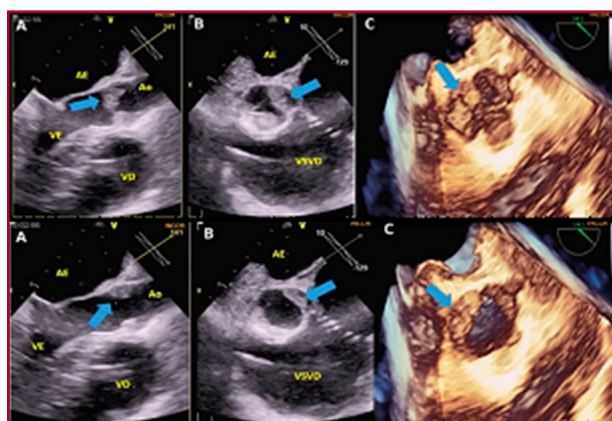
Superior. Ecocardiograma transesofágico (ETE) 2D y 3D en diástole. (A) Plano ortogonal, esófago medio, eje longitudinal 141°, engrosamiento de la válvula aórtica (flecha). (B) Eje transversal 60° vía de salida y entrada del ventrículo derecho con engrosamiento valvular (flecha). (C) Imagen tridimensional en tiempo real, vista quirúrgica con alteraciones morfológicas de la válvula aórtica (flecha). Inferior. ETE 2D y 3D en sístole. A, B y C con hallazgos similares.
